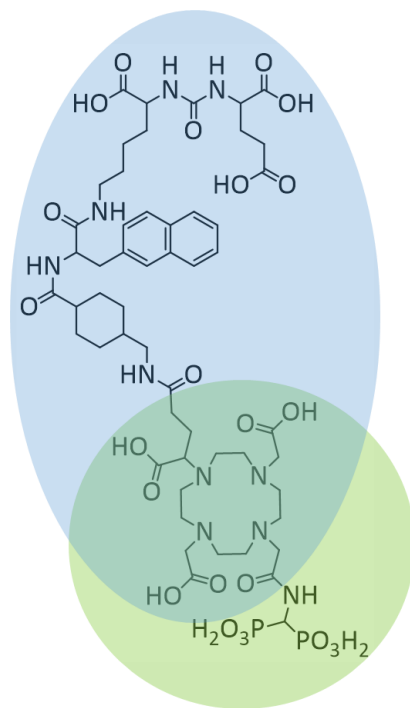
Structure of BPDPSMA based on BPAMD (green) and PSMA-617 (blue).
